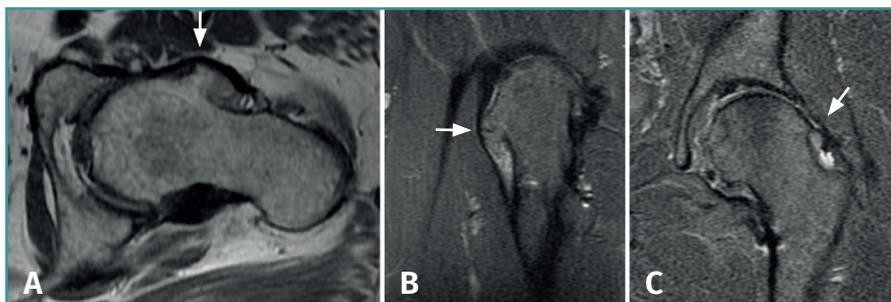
A y B: corte axial de resonancia magnética (RM) en secuencia T1 (A) y corte coronal de RM en secuencia T2 (B) que evidencian una exostosis ósea de gran tamaño en la superficie anterolateral del cuello femoral; C: corte coronal en secuencia T2 que evidencia exostosis en el cuello femoral y signos compatibles con rotura del labrum anterosuperior.
